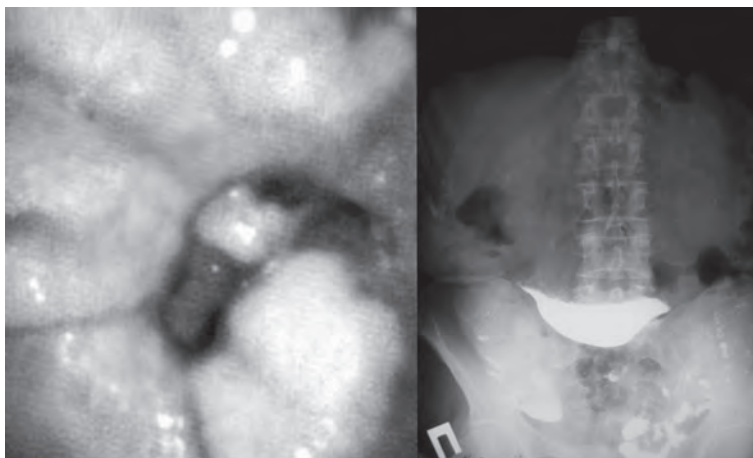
Декомпенсированный пилорoduodenальный стеноз язвенной этиологии (данные фиброгастродуоденоскопии и рентгеноскопии желудка)
